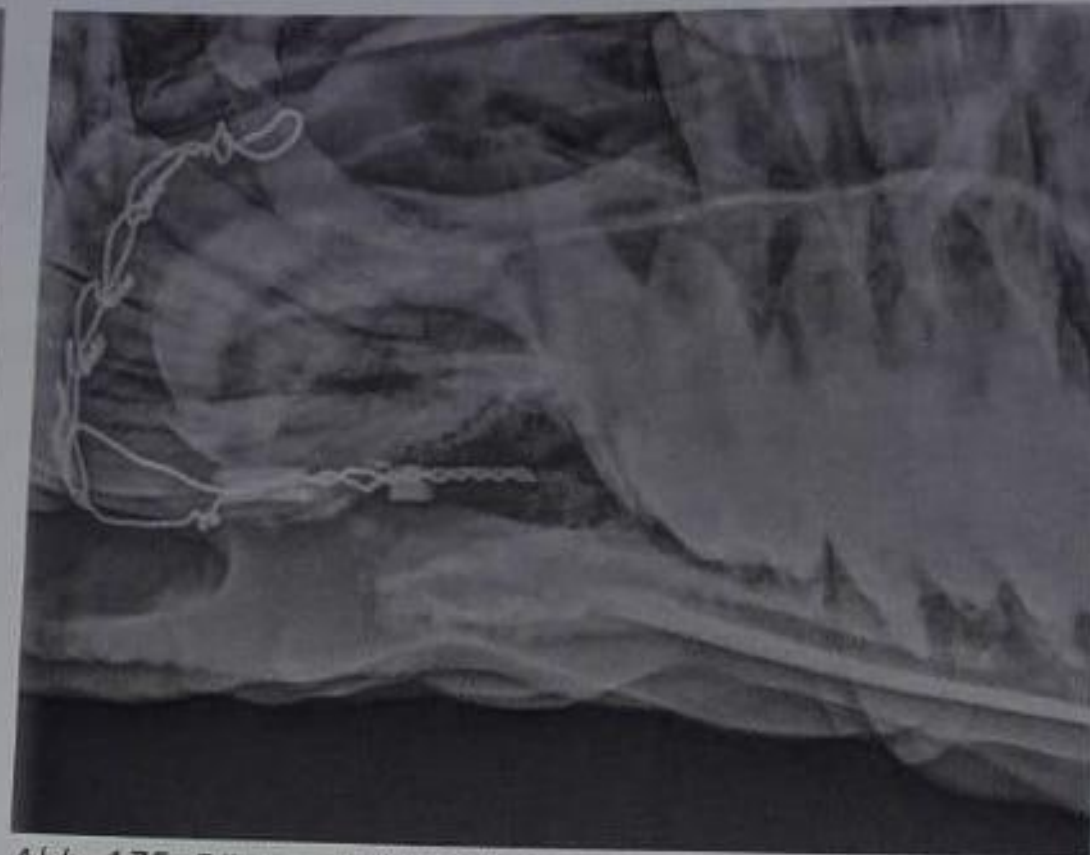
Röntgenbild (90/+60), Kopf liegt mit UK auf der horizontalen Platte. Bild vor dem Wechsel der Cerclage.
